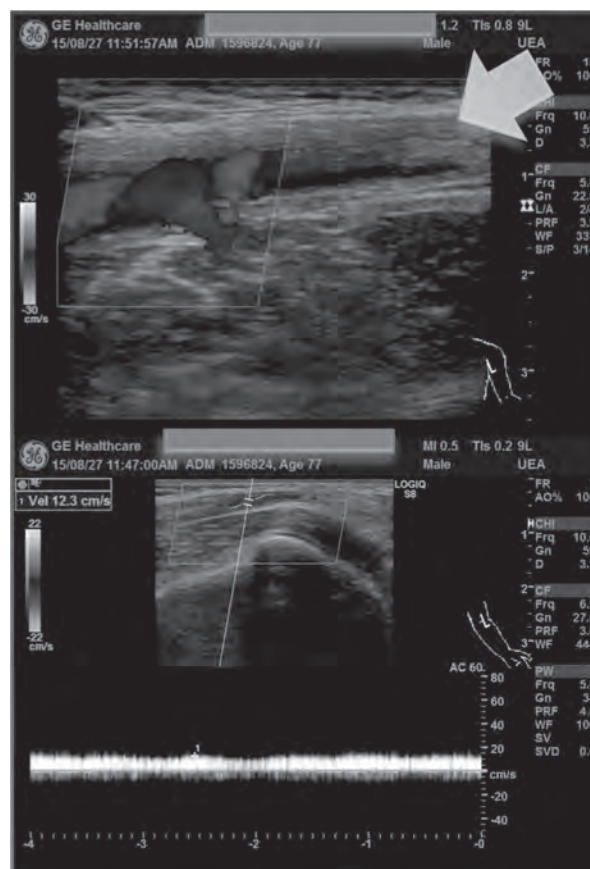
発症15時間後の患側上肢カラードプラ超音波検査
